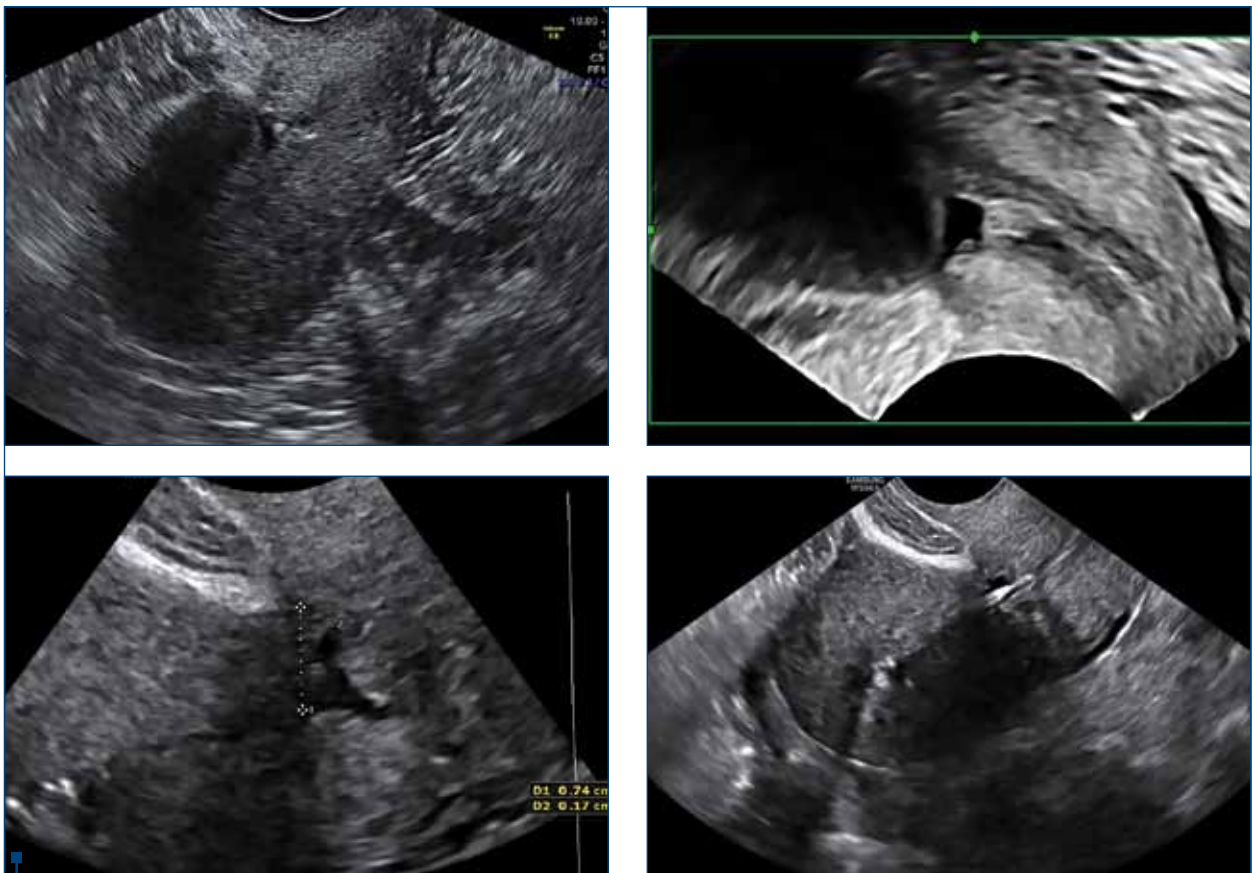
Aspect ecografic de istmotel
